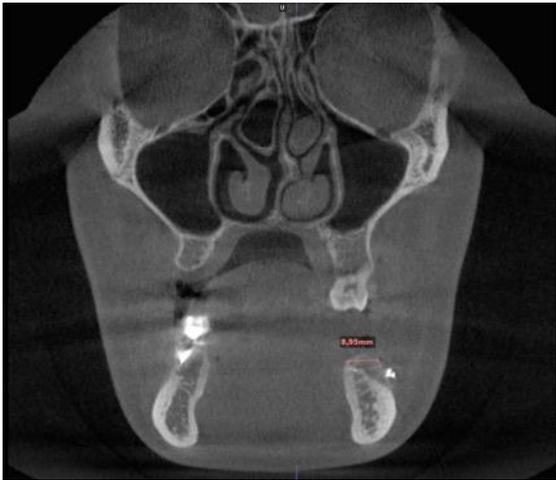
Horizontal bone thickness (posterior) in a computer tomography post operative 5 months later
